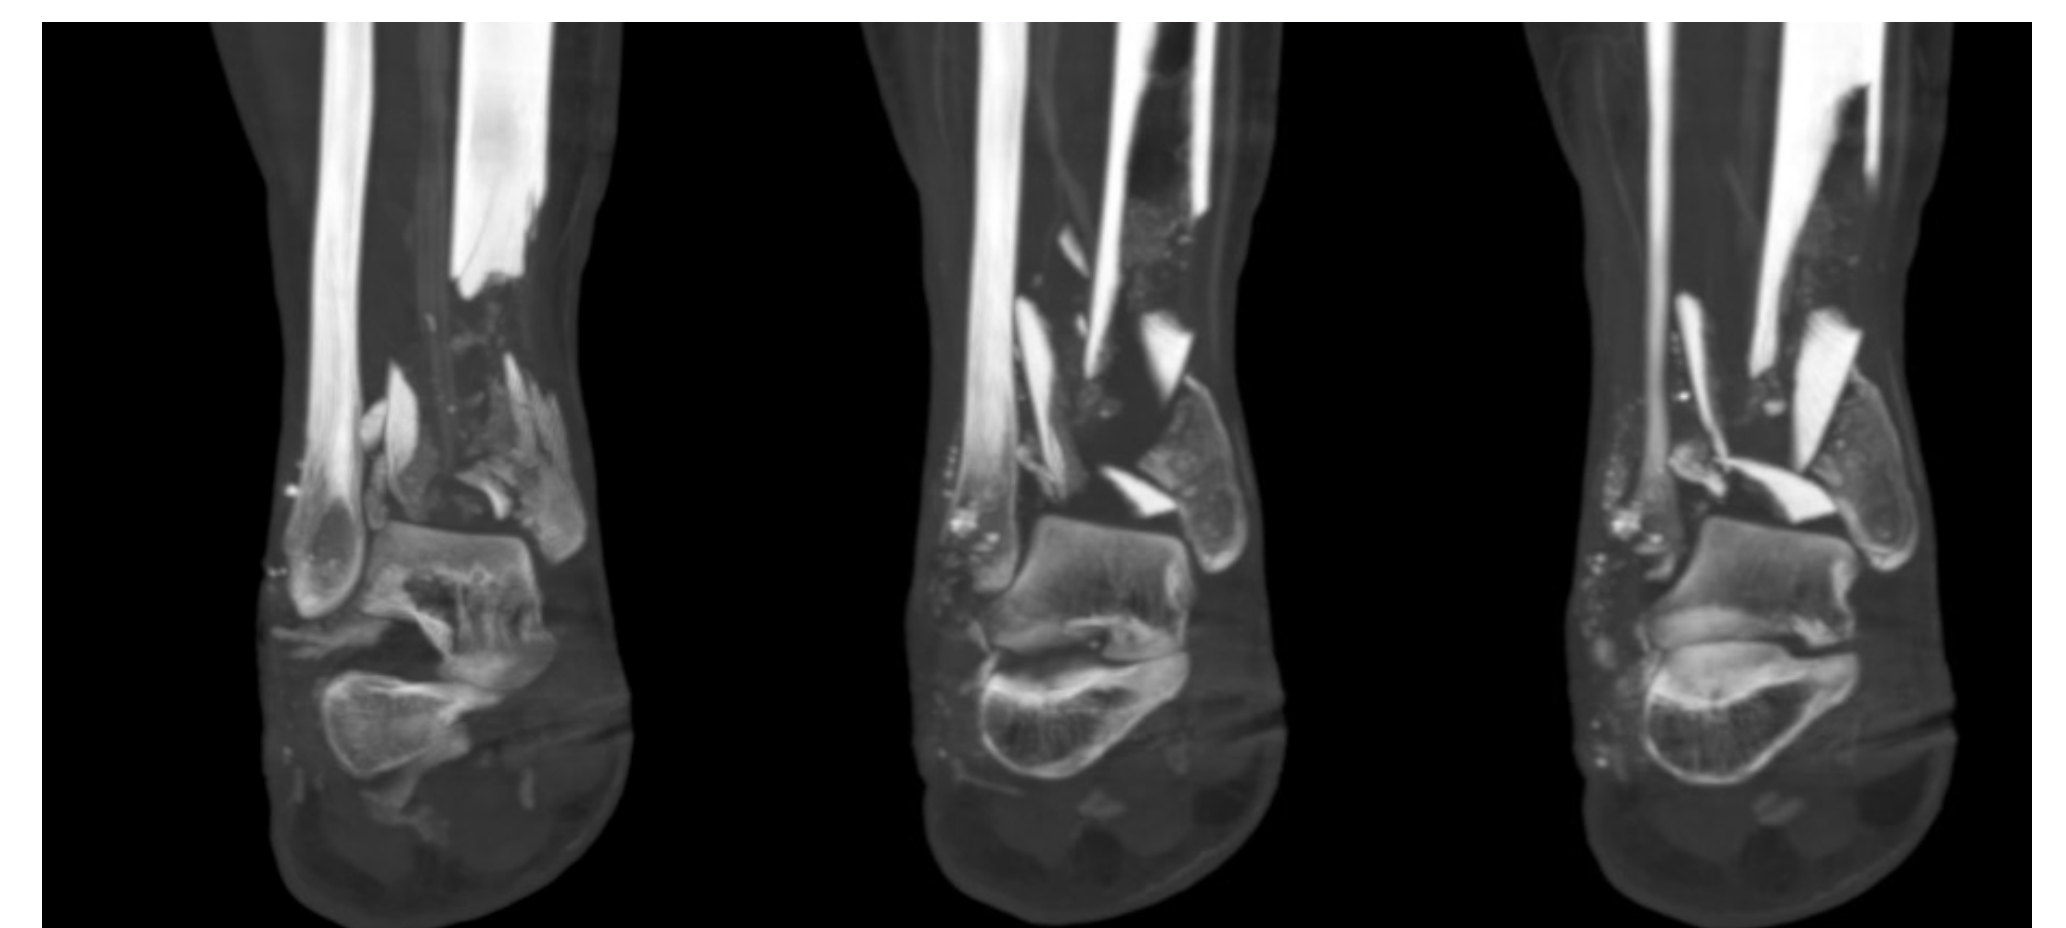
TC de tobillo derecho. Fractura compleja de tibia distal.
